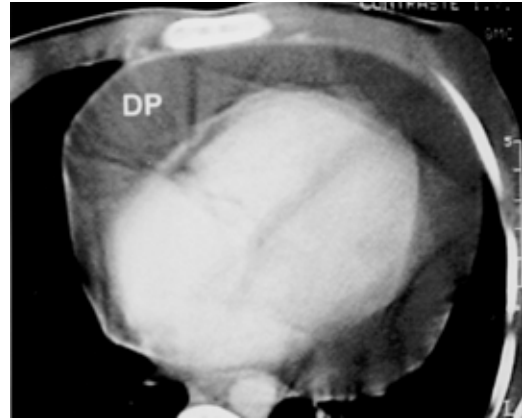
TC con medio de contraste de tórax, corte axial, con derrame pericárdico. DP = derrame pericárdico.
